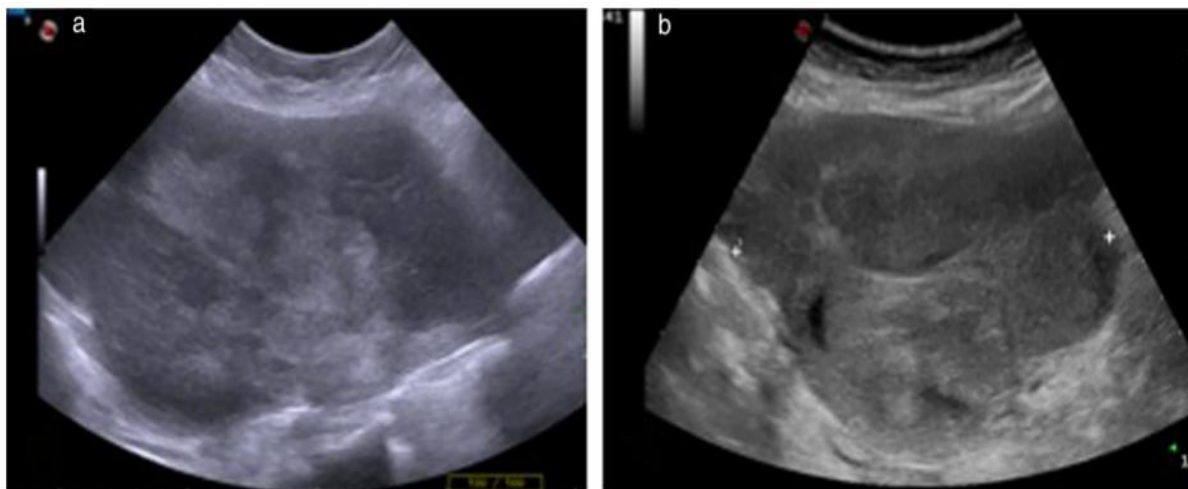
Aspect échographique d'un LMS (a), et d'un sarcome du stroma endométrial (b) [143]
